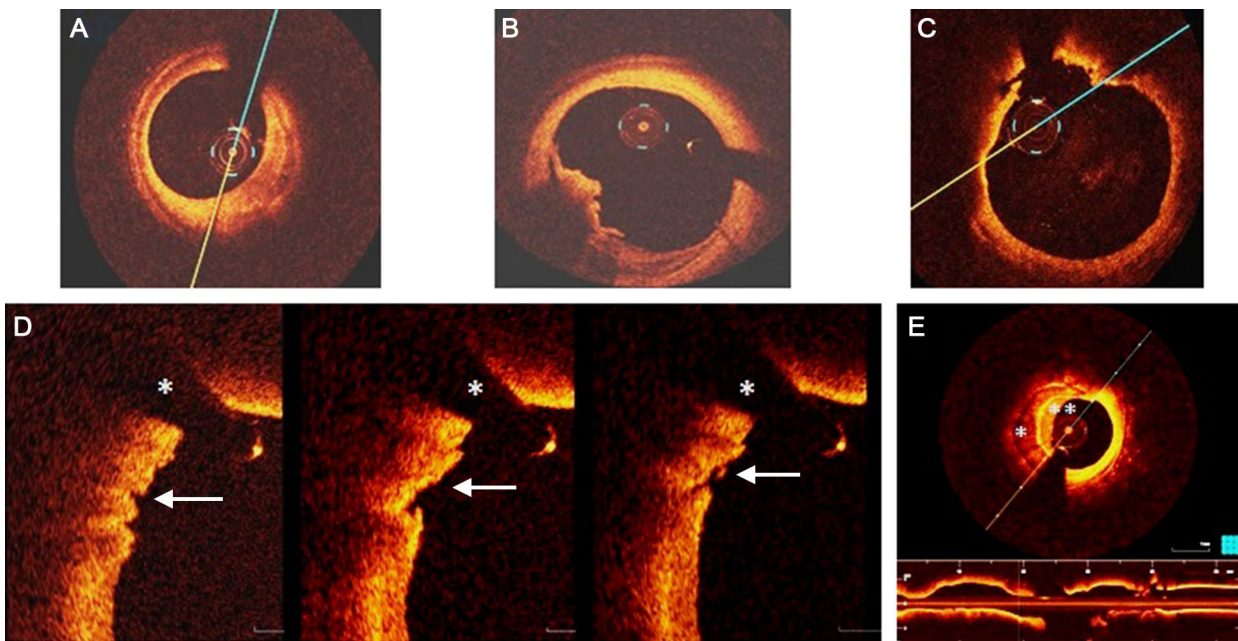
Análisis coronario cualitativo (tomografía de coherencia óptica). A: placa estable. B: resto de trombo rojo. C: placa rota. D: cuadros consecutivos que muestran rotura de la íntima, que indica erosión de placa (flechas), sombra acústica de la guía (*). E: nódulo superficial de calcio (*) con trombo lamelar adherido ().
